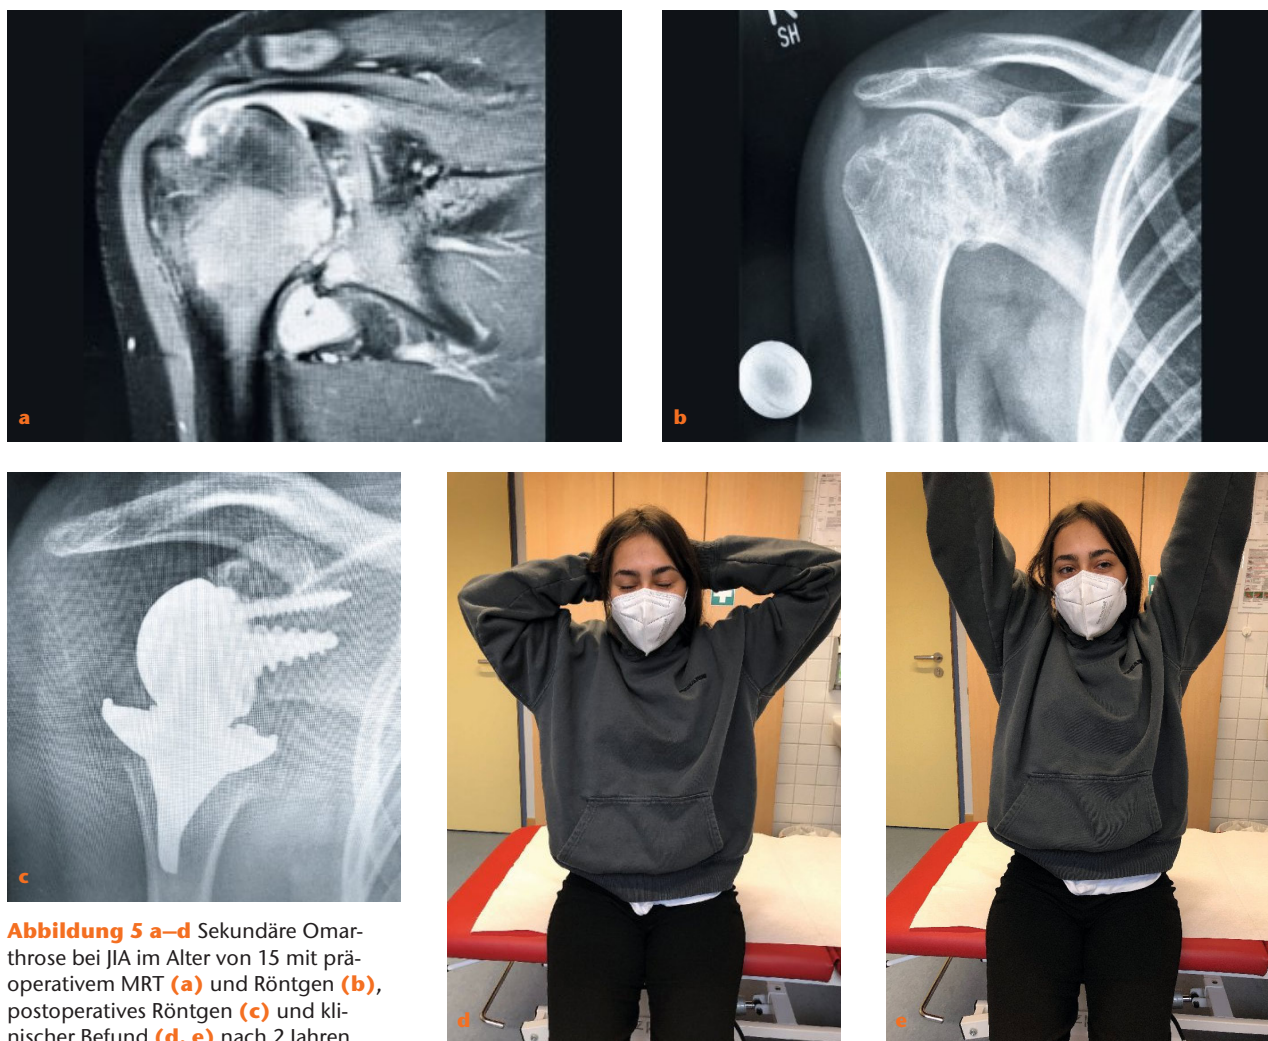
a–d Sekundäre Omarthrose bei JIA im Alter von 15 mit präoperativem MRT (a) und Röntgen (b), postoperatives Röntgen (c) und klinischer Befund (d, e) nach 2 Jahren
